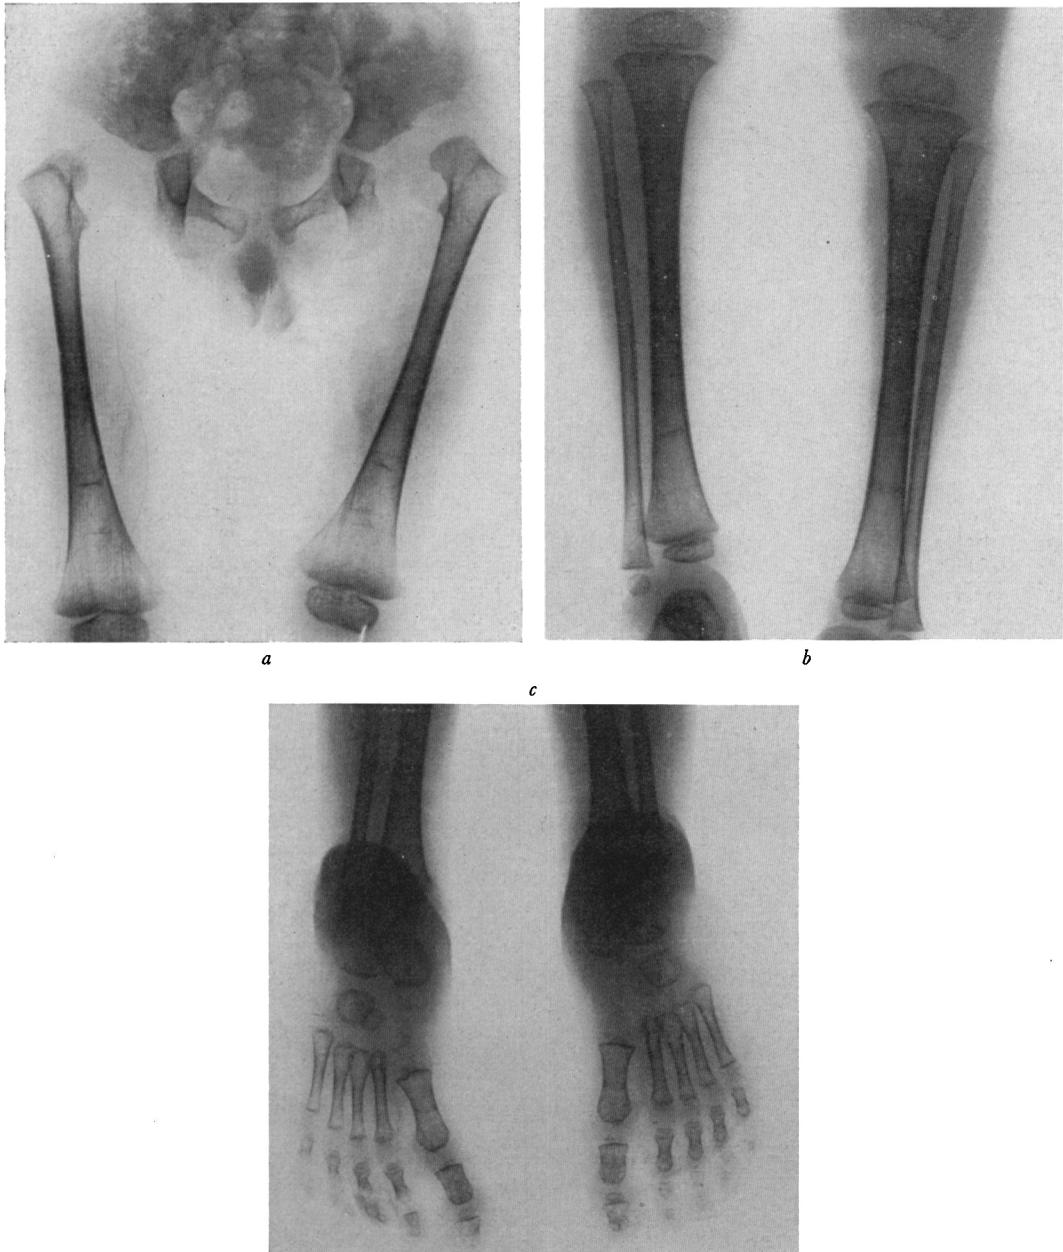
Caso n. 1. Radiografia del bacino e degli arti inferiori. Lussazione delle anche. Ipoplasia dei nuclei cefalici femorali (a). Irregolarità metafiso-epifisarie dei metatarsi e delle prime falangi dei piedi (c). Grave osteoporosi
